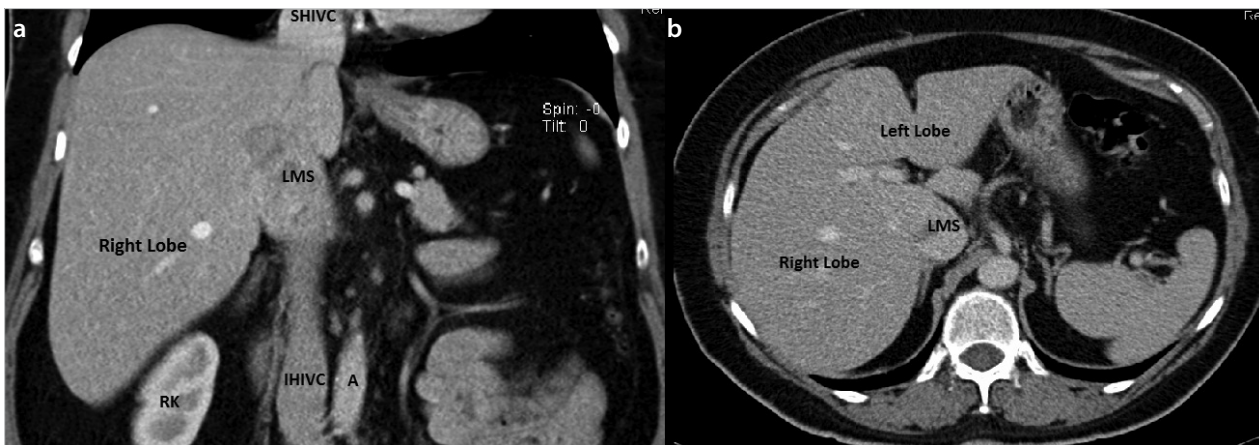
a, b. Preoperative CT images of retrohepatic IVC leiomyosarcoma displacing the caudate lobe of the liver anteriorly. (a) Coronal CT image of the leiomyosarcoma. (b) Horizontal CT image of the leiomyosarcoma
